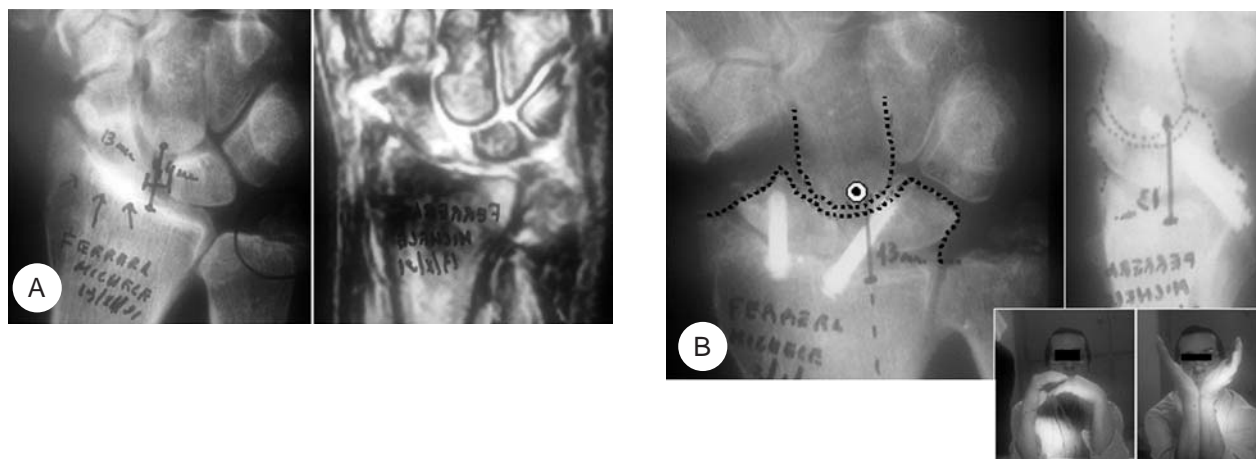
Caso n° 3.* A) Polso SLAC sx in esiti di frattura malconsolidata del radio distale. Il controllo radiografico e la RMN documentano la grave artrosi radio-scafoidea, convalidata dalla RMN che mostra la pregressa rima di frattura e la cronica dissociazione S-L. B) Il controllo clinico-radiografico a 16 mesi dall'intervento documenta l'ottimo reallineamento carpale e il recupero di una buona articolarietà.
